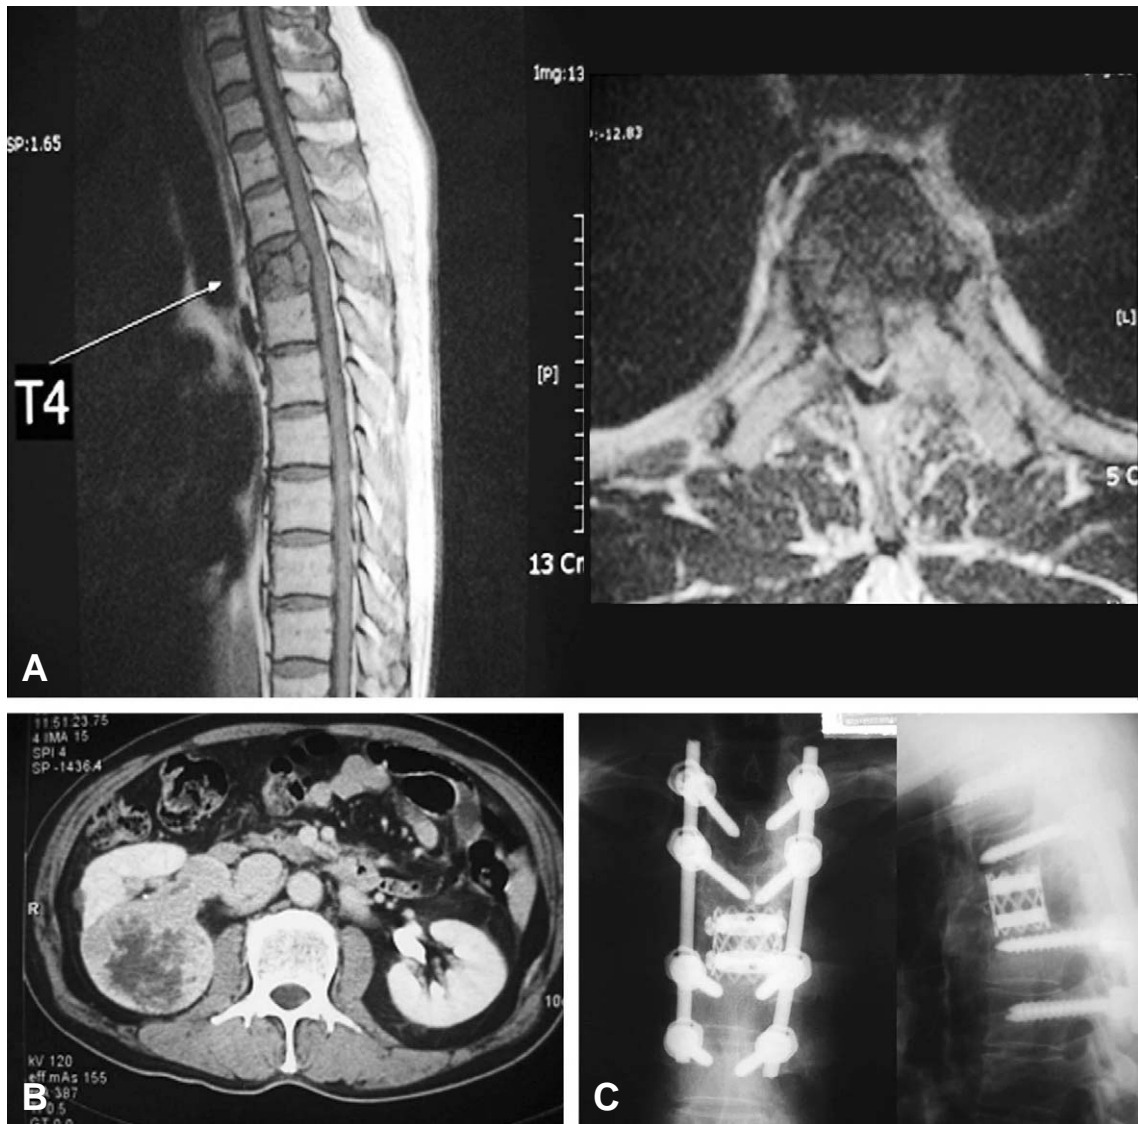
67 year-old male patient with metastatic bone tumor of T4 from renal cell carcinoma (A) On preoperative MR image, sagittal T2-weighted MR shows heterogenous signal change in body of T4, and axial image shows paravertebral extension, involvement of mass in the left pedicle T4, which compresses spinal cord. (B) On preoperative pelvic CT, right kidney shows central low attenuated, peripheral enhancing mass. (C) On last follow-up X-ray at 12 months after Total en bloc spondylectomy, anterior and posterior firm fixation was seen.
